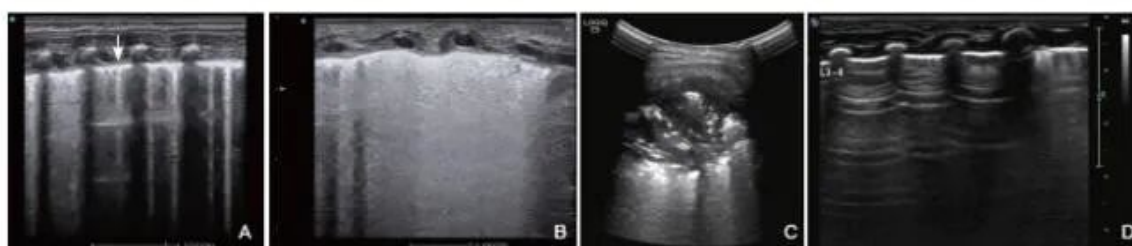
Ultrasound examinations of the lungs of the newborn. (A) The pleural line of the lung field was thickened and blurred (indicated by the arrow), and the A-line disappeared; (B) B-lines of different densities represented different degrees of alveolar-interstitial syndrome changes, and even "white lung"-like changes; (C) Consolidation of the lungs to the deep part of the lung field, showing a mass-like lesion; (D) Double-lung-points were shown by ultrasound, indicating the boundary between normal lung tissue and tissue with increased water content.
